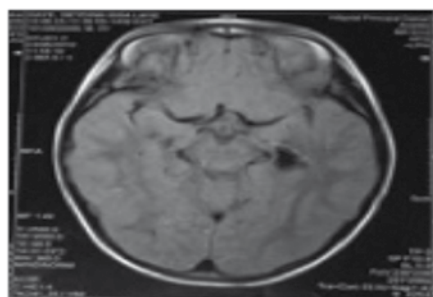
IRM cérébrale montrant une atrophie temporale gauche (Observation 2).
